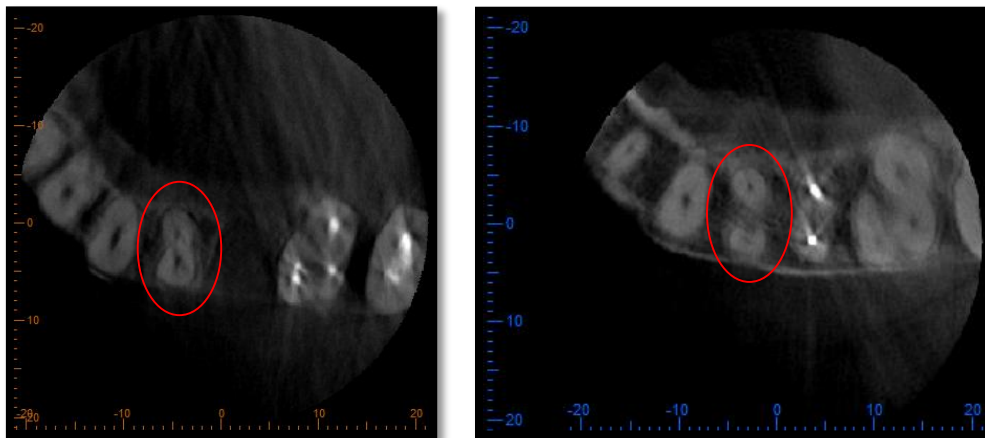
Ejemplo de obtención del dato Forma Radicular para distintos primeros premolares superior. Corte axial lado izquierdo tipo 1.B, lado derecho 2.B. TC Cone Beam, Software One Volume Viewer.
